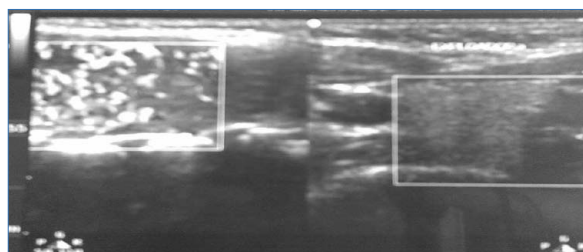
Ecografía tiroidea: aumento de tamaño de la glándula con ligera disminución de la ecogenicidad y una hipervascularización muy llamativa con importante formación de pseudonódulos por trectos fibróticos lineales.
